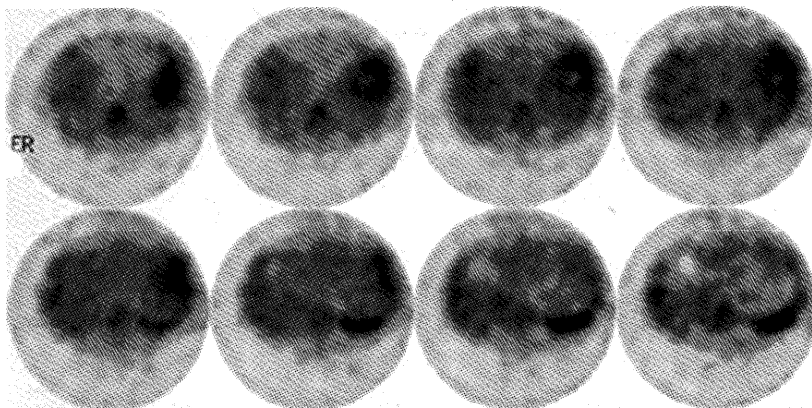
SPECT images of ^{67}Ga scintigram show a focal intense uptake in the shape of the ring anteriorly to the spleen.
